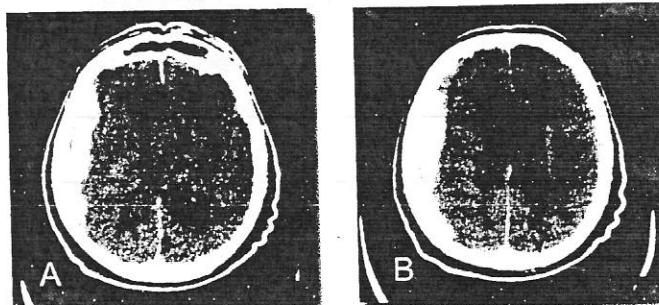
Traumatism craniocerebral. Hematom subdural acut de emisfer drept. A și B – CT cerebral nativ.
